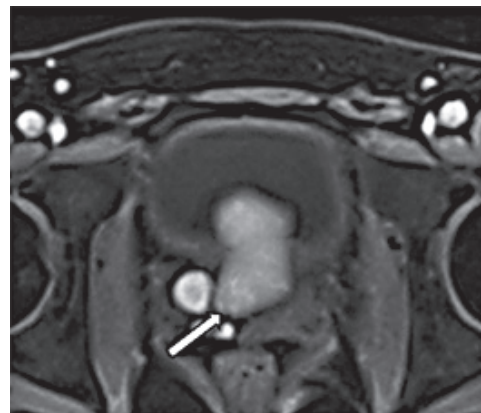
МРТ малого таза в поперечной проекции. Крупная киста правого семенного пузыря (стрелка)
